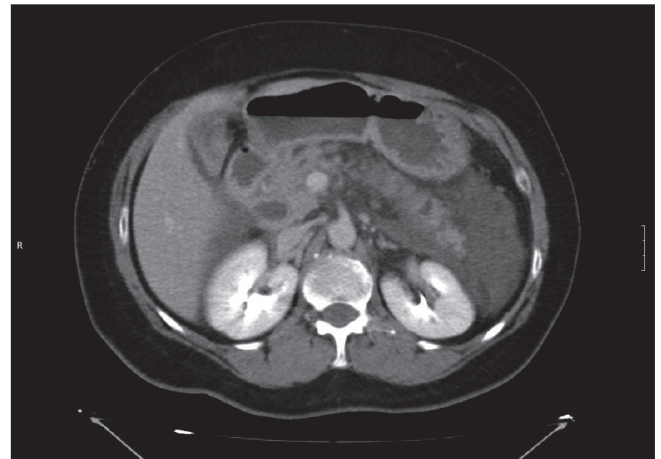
El TAC abdominal expone el páncreas con signos de pancreatitis y exudado retroperitoneal y un remanente quístico residual en la cabeza de páncreas. La conlangio-RM evidencia el quiste residual y su unión al conducto de Wirsung. También distingue el asa de yeyuno anastomosada a la vía biliar, lateralmente a dicho quiste.
